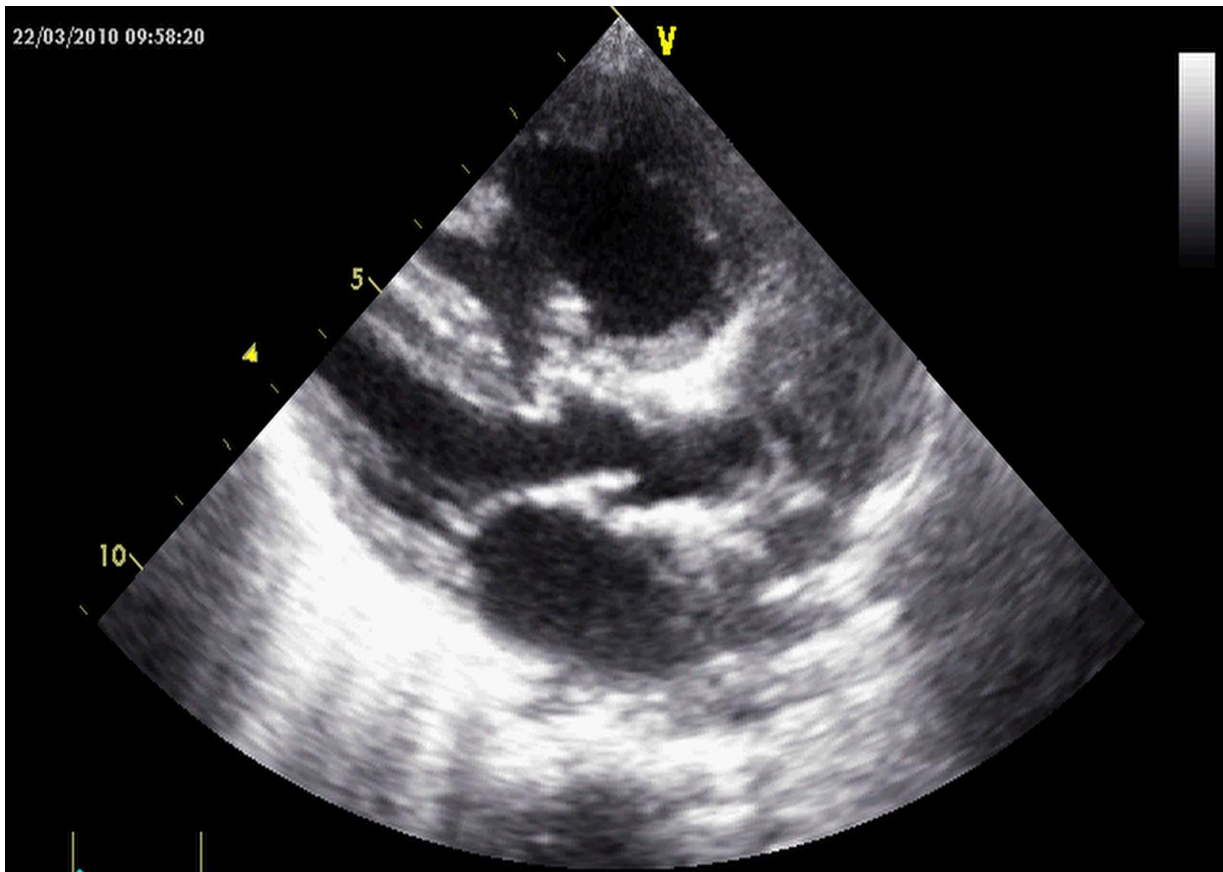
Coupe para sternale grand axe à l'échographie objectivant une CIV conoventriculaire chez un nourrisson de 2 mois atteint de CoA.
